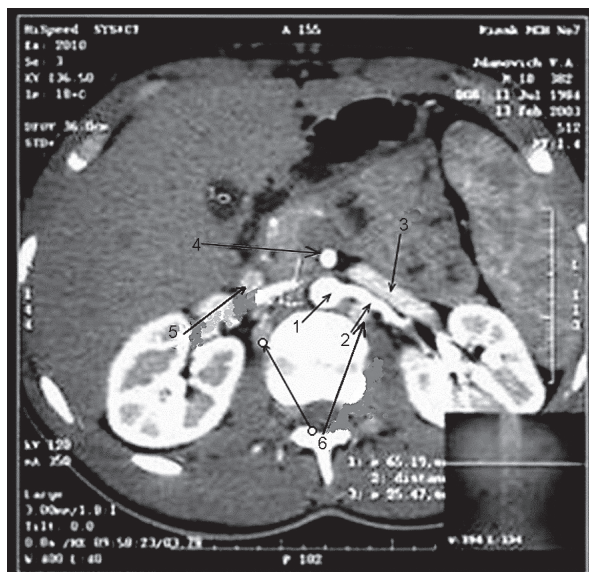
Больной М., 21 год. СКТ-флебография (поперечный срез на уровне L_1). Аплазия НПВ: 1 — аорта; 2 — левая почечная артерия; 3 — левая почечная вена; 4 — верхняя брыжеечная артерия; 5 — тяж, соответствующий НПВ; 6 — восходящие поясничные вены
